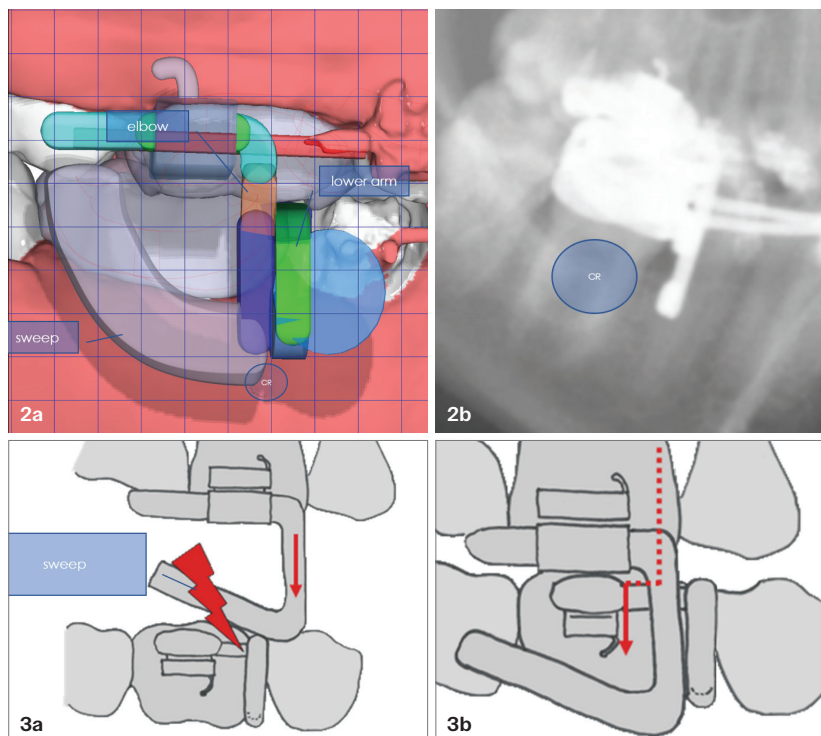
Die wichtigsten Funktionsmerkmale des M.A.R.A. und die Lage des Lower Arms zum Widerstandszentrum. Das M.A.R.A.plus® als virtuelle Konstruktion im Modul OrthoApps von OnyxCeph™. Der Lower Arm endet in Höhe des Widerstandszentrums (CR). Im Röntgenausschnitt vom OPG sieht man die Lage des Lower Arms zum CR. Abb. 3a und b: Wirkweise des M.A.R.A. – der Patient möchte unmittelbar nach Eingliederung des M.A.R.A. in seine distale Bisslage schließen. Durch die Kollision wird ein Schutzreflex ausgelöst, der zur neuromuskulären Umprogrammierung (reflektorische Feedbackschleife) führt. Durch den Sweep kann der Patient nur nach anterior schließen.
